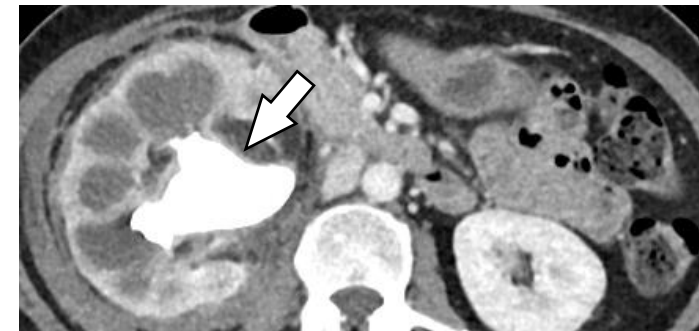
Imagen axial de TC con contraste, se observa aumento de tamaño del riñón derecho con “el signo de la huella de oso”, litiasis coraliforme en pelvis renal (flecha blanca) y disminución de la captación de contraste respecto al contralateral.
